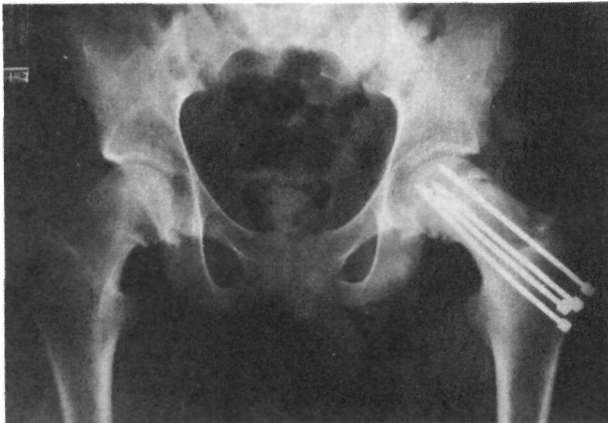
Radiografía tras el tratamiento con cuatro clavos de Knowles.
